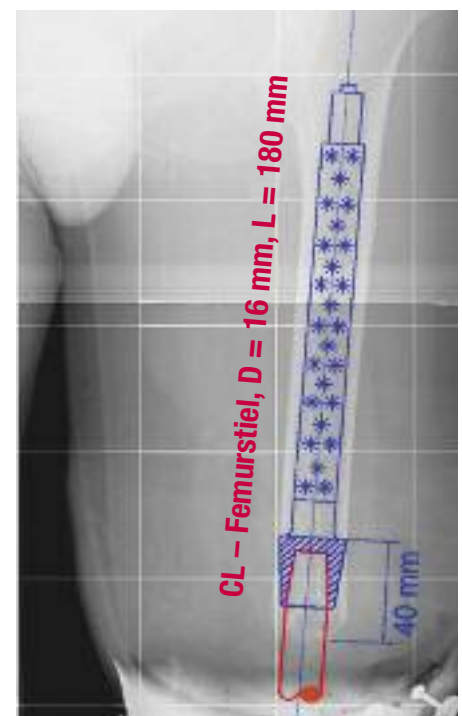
Präoperative Planung von Länge und Durchmesser des Implantats anhand von Röntgenbildern.
